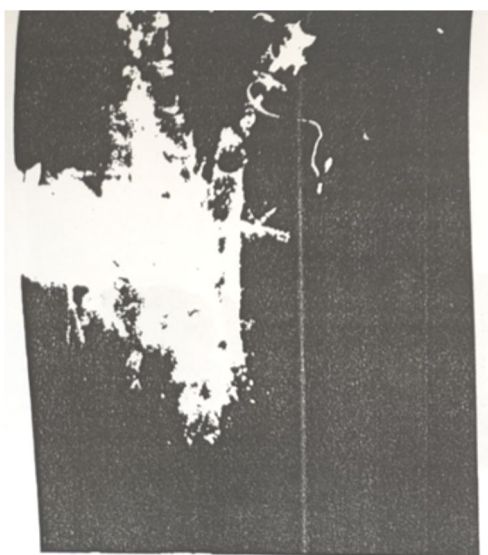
Рентгенограмма интратрахеального введения кролику препарата I. Вид 1.
